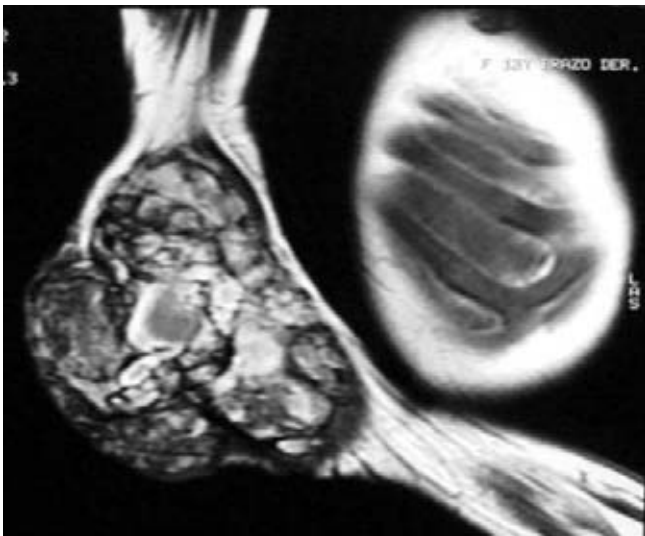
Imágenes de resonancia magnética y angiografía que demuestran el alto grado de infiltración del compartimiento extensor y la articulación del codo.
